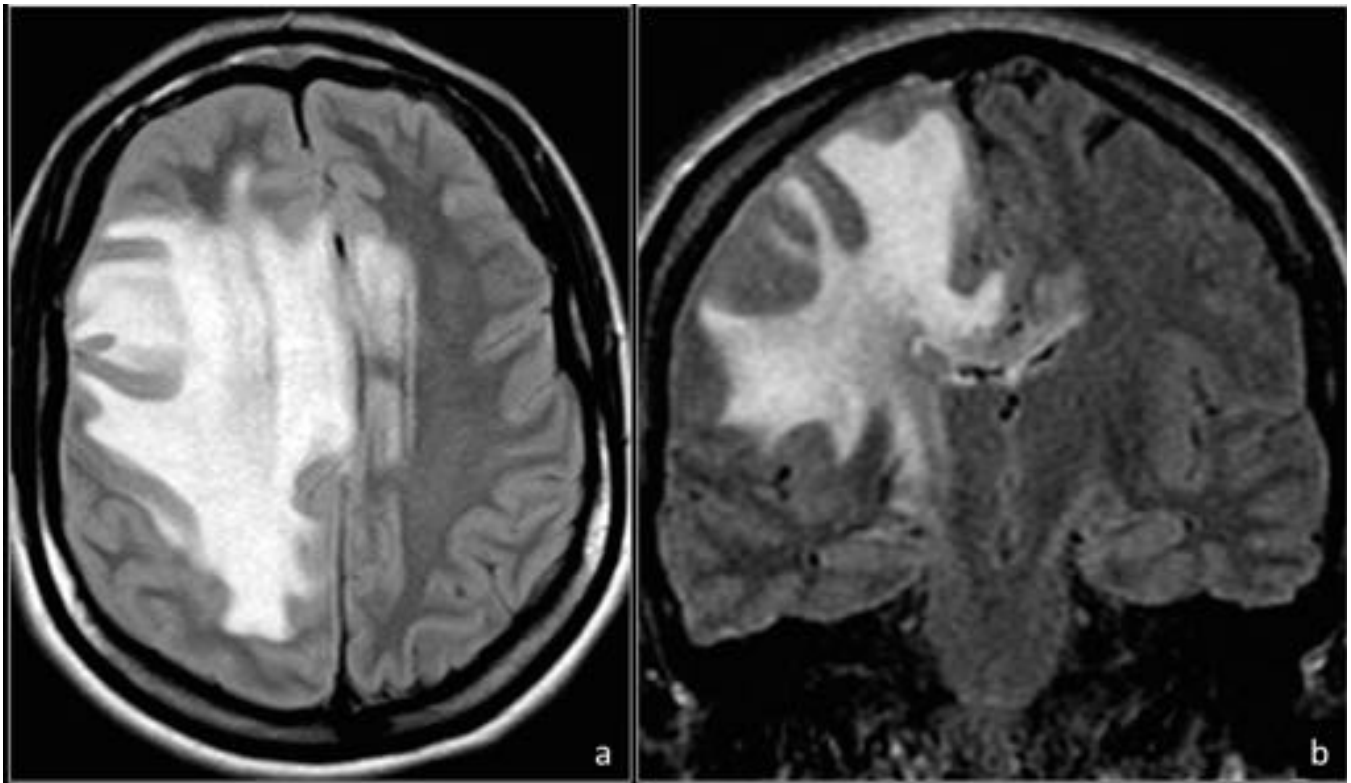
Mujer de 25 años con cuadro de desorientación y hemiplejía izquierda. Se solicita RM encefálica por sospecha de meningoencefalitis. Se visualiza extensa lesión hiperintensa en secuencias FLAIR (a y b), de morfología digitiforme, que ocupa la práctica totalidad del lóbulo frontal derecho y se extiende a hemisferio contralateral a través del cuerpo caloso. Los hallazgos condicionan desplazamiento de línea media. El diagnóstico final fue encefalomielitis aguda diseminada.
